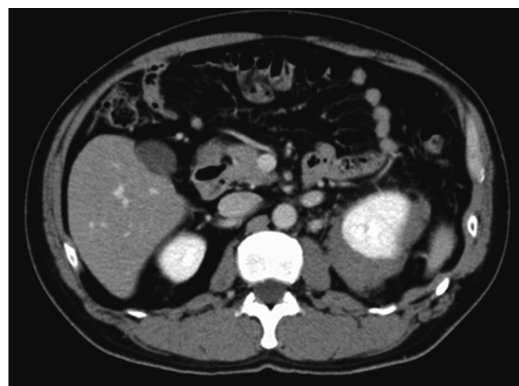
Abdominal enhanced CT scan shows left perirenal mass.
